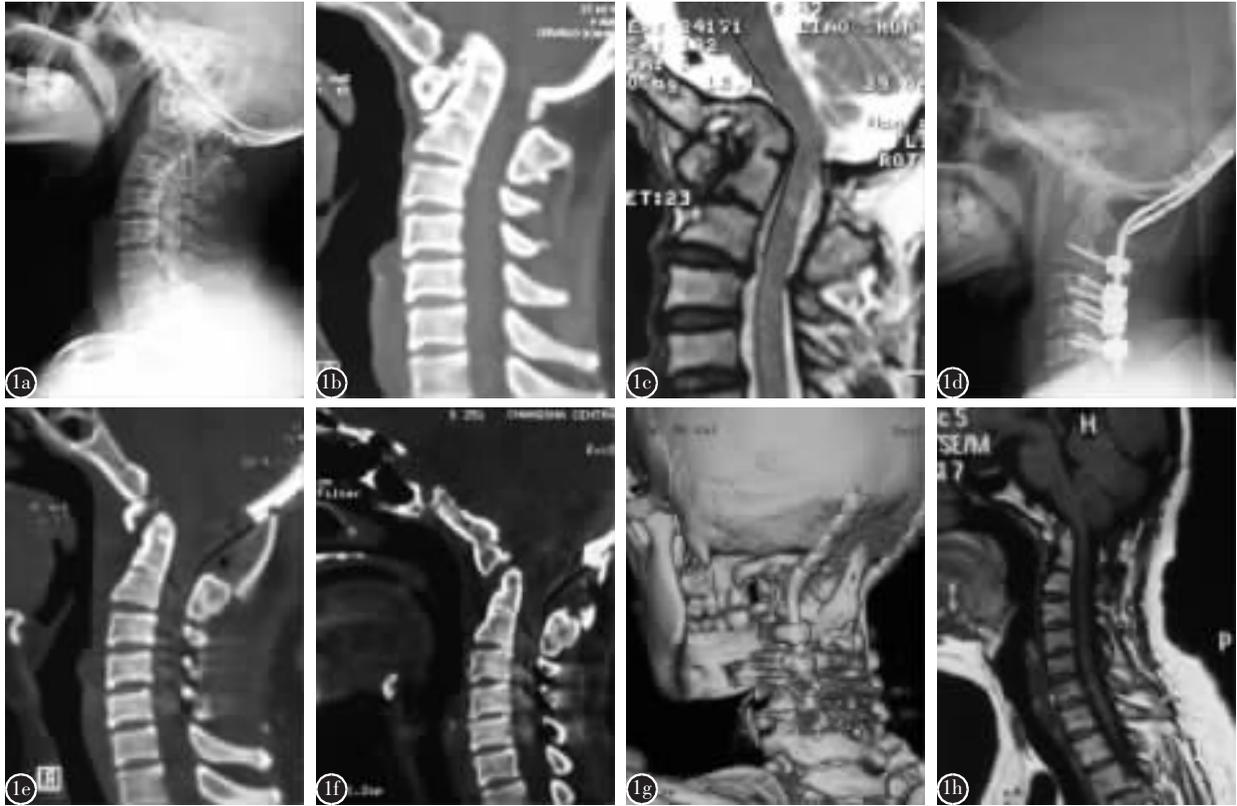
女,50 岁,合并 C2/3 分节不全,类风湿关节炎病史 13 年 a 术前 X 线片示齿状突向头侧移位,突入枕骨大孔内 b 术前 CT 示寰枢关节间异常骨性连接,齿状突向上移位,超过 McRae 线 7.02mm c 术前 T2 加权 MRI 示上颈髓受压,CMA 为 109° d、e 术后 X 线片及 CT 示齿状突复位,低于 McRae 线 9.89mm f、g 术后 3 年 CT 及三维重建示齿状突复位得到维持,枕颈牢固融合 h 术后 3 年 T1 加权 MRI 示上颈髓受压解除,CMA 改善至 155°
